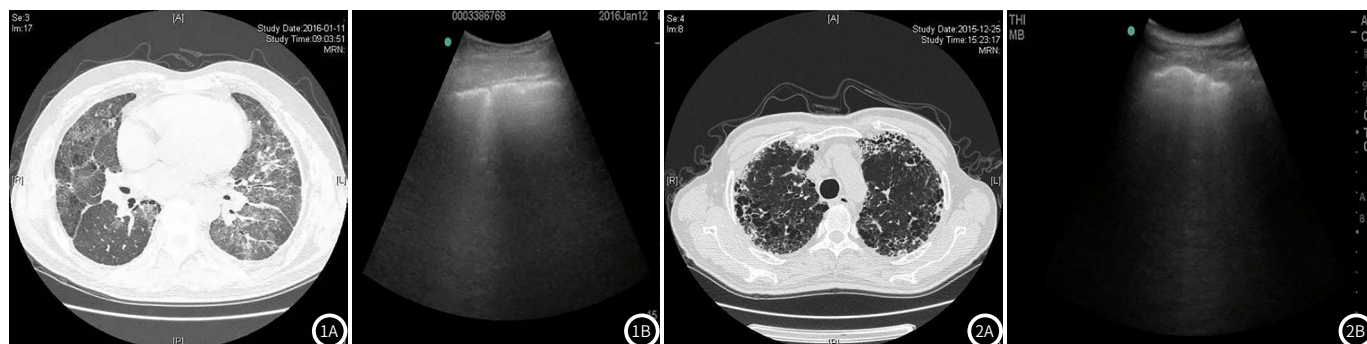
~图2 治疗前后患者CT和B超检测结果。图1A为治疗前CT扫描图；图1B为治疗前B超b线扫描图。图2A为治疗后CT扫描图；图2B为治疗后B超b线扫描图。
